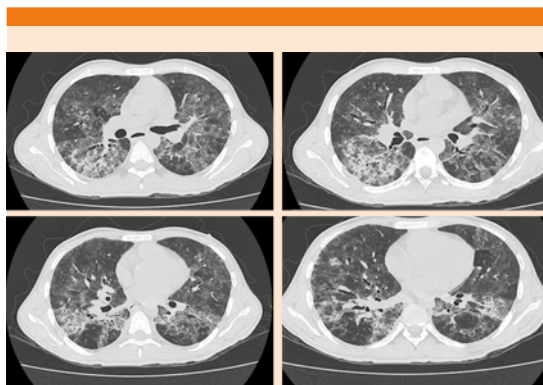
Tomografía computada en corte axial en ventana pulmonar, se observan zonas difusas de vidrio despolido.
